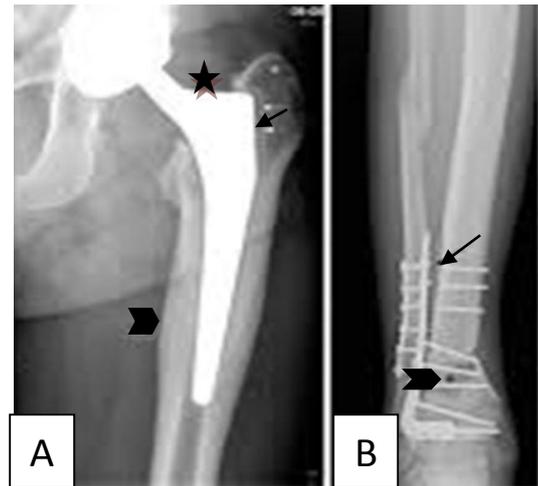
Radiographie de la hanche et de la jambe [47]
